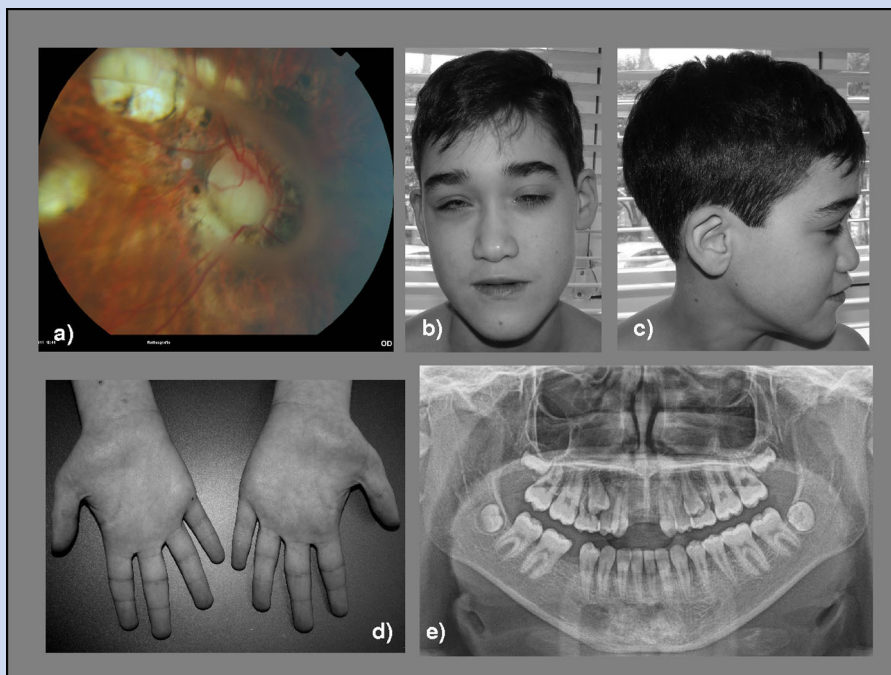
a: Ophthalmological examination showing pale optic disc coloboma, several chorioretinal lacunae [coloboma-like lesions] in the superotemporal quadrant and temporal macula, heterogeneity of the RPE with peripapillary atrophy and hyperpigmentation. A falciform vitreous veil partially distorts the fundus image. The retina was attached 360°. b,c: The patient presents a long face, depressed nasal bridge, long nasal ridge, thin vermilion of the upper lip and absence of the two maxillary central incisors. d: Tapering fingers and short fifth finger could be observed. e: Orthopantomogram [Dental Panoramic Radiograph], showing a panoramic scanning dental X-ray of the upper and lower jaw and evidencing agenesis of the two central maxillary incisors. [Color figure can be seen in the online version of this article, available at <http://wileyonlinelibrary.com/journal/ajmga>]
